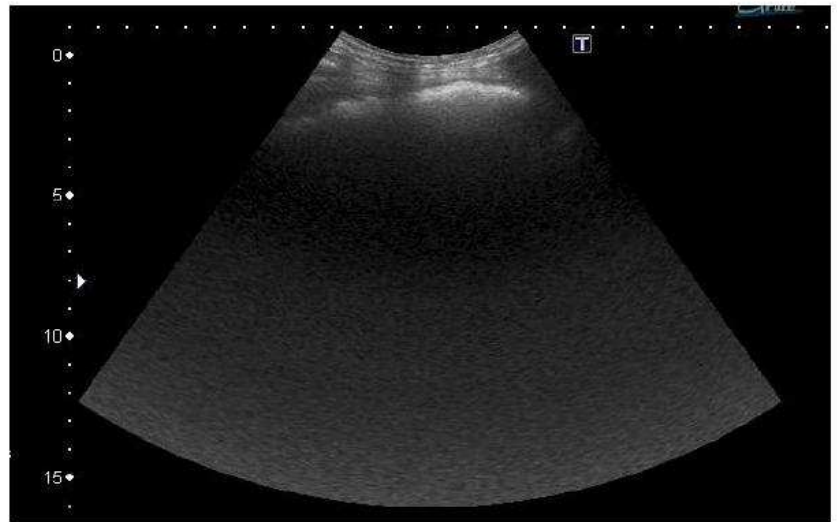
Imagen de ecografía que demuestra una masa hipoeocogénica que proyecta sombra acústica posterior.
